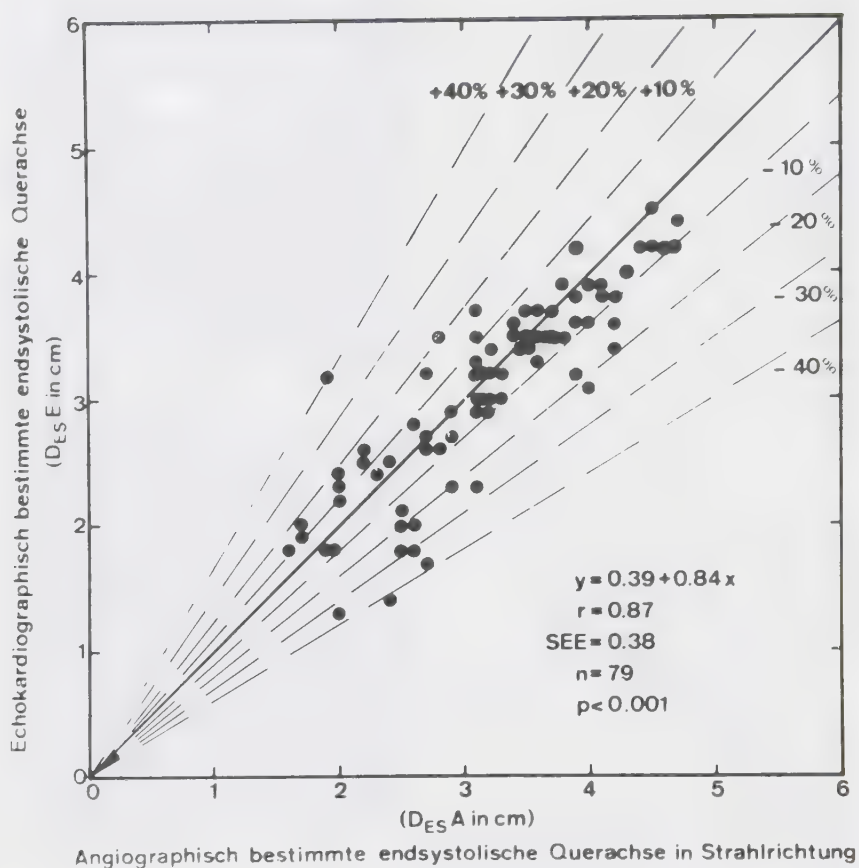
Vergleich der echokardiographisch ($D_{ES} E$) und angiokardiographisch in Ultraschallrichtung ($D_{ES} A$) bestimmten endsystolischen Durchmesser.
